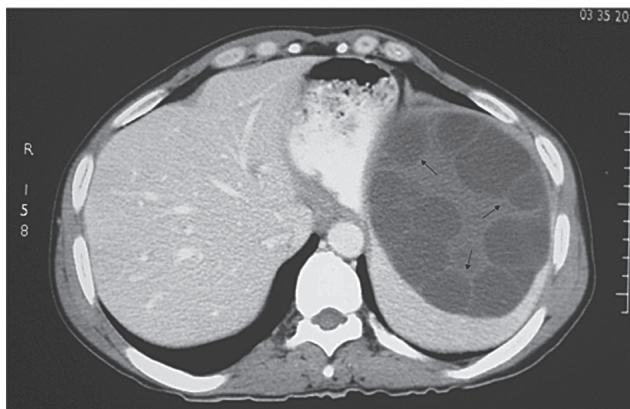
На компьютерной томограмме в селезенке видны множественные округлые образования пониженной плотности (дочерние паразитарные кисты указаны стрелками)
